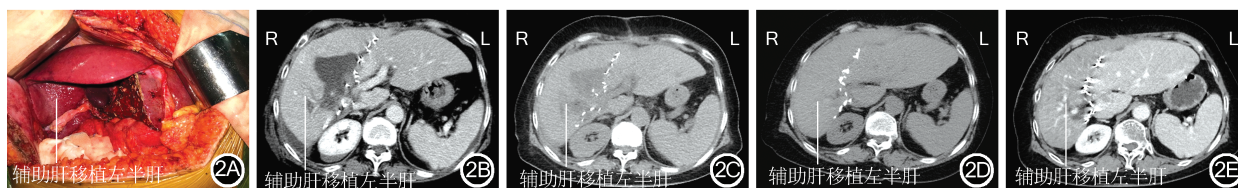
病例3肝移植术中术后肝脏影像学检查情况 2A:病例3肝移植术中左半肝辅助肝移植;2B:病例3术后1周复查CT示左半肝辅助肝移植的情况良好;2C:病例3术后6个月复查CT示左半肝辅助肝移植情况良好;2D:病例3术后1年复查CT示左半肝辅助肝移植情况良好;2E:病例3术后3年复查CT示左半肝辅助肝移植情况良好
